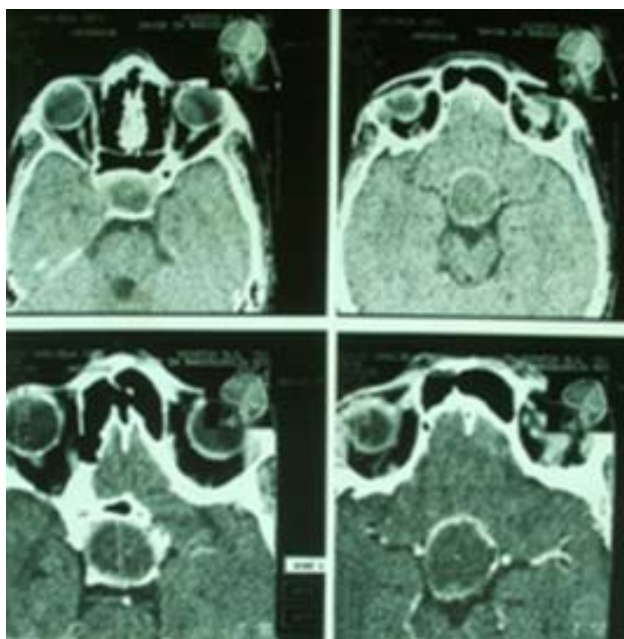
Maligni melanomom horoideae desnog oka, koji se na seriji aksijalnih CT skenovima prikazuje kao homogena, mekotkivna formacija u zadnjoj polovini desnog oka, apsorcione vrednosti oko 80-90 HU, napred jasno odvojena od staklastog tela, pozadi se stapa sa okolnim strukturama oka.
